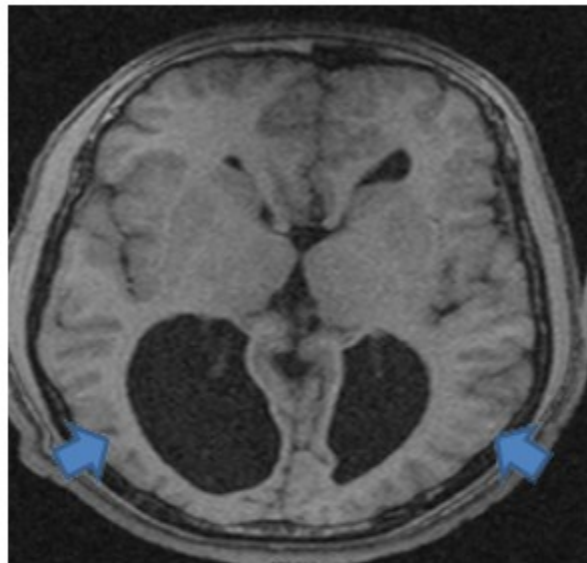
RMN encefálica sin contraste: Secuencia T1T1 corte axial: Dilatación de ventrículos laterales a nivel de astas temporales y occipitales (colpocefalia) a predominio derecho, con astas frontales más estrechas. Surcos cerebrales en región parietooccipital escasos y anchos: paquigiria (flechas azules).
